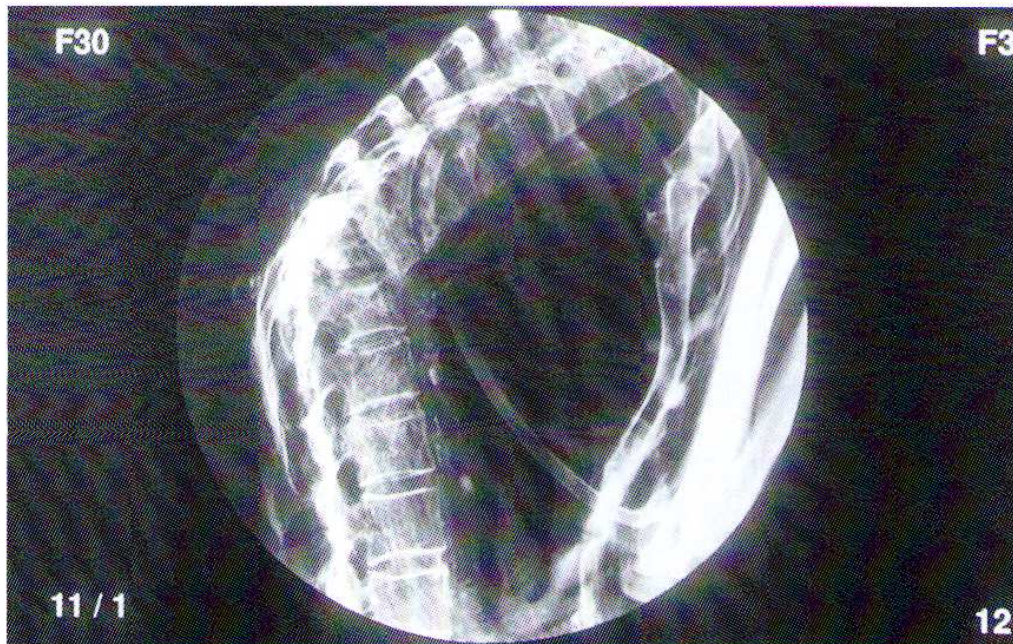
La radiografía lateral de la columna vertebral muestra una destrucción selectiva de las vértebras D11 y D12 con aplastamiento anterior por osteólisis generalizada. La imagen es característica del mal de Pott o tuberculosis espinal
